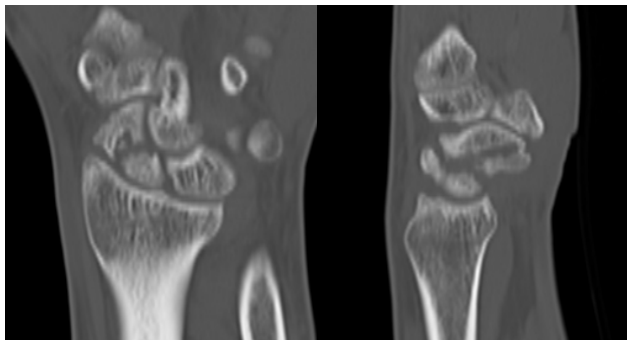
24-year-old male patient with scaphoid nonunion for 15 months from primary surgery. Computed tomography images during a follow up visit after primary operation using screw fixation showed scaphoid nonunion.
